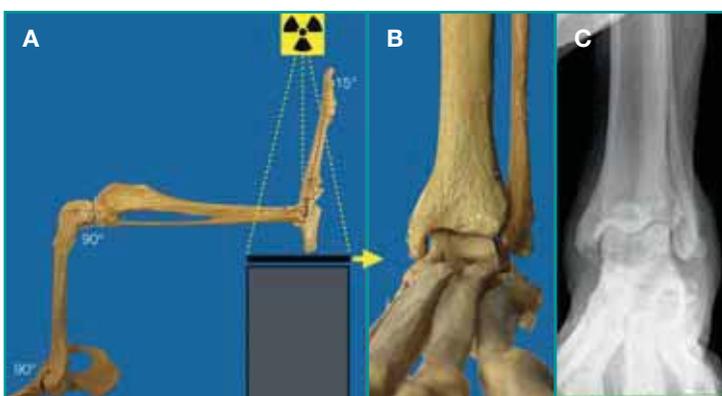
Posizionamento radiografico per ottenere la proiezione AP sky-line di garretto: A: direzione del fascio radiogeno su modello; B: Immagine su modello; C: Immagine radiografica.
